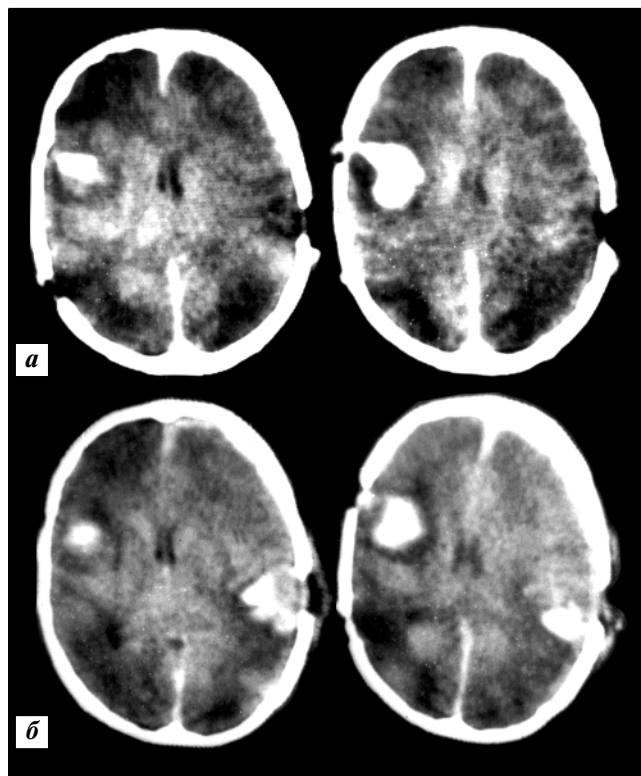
Компьютерная томограмма больного Д.: а — третьи сутки после травмы; б — девятые сутки после травмы. Пояснения в тексте.
